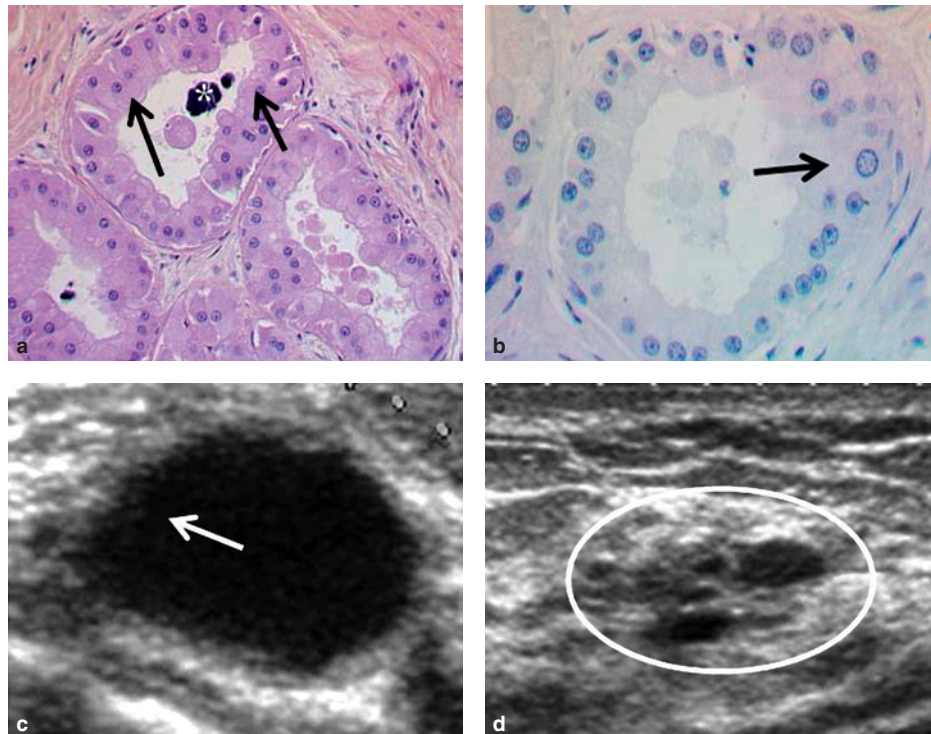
Kystes avec métaplasie apocrine. a et b) Dilatation d'acini lobulaires, siège d'une métaplasie apocrine (flèches). Calcification (astérisque). c) Échographie. On devine un épaississement pariétal peu échogène avec un bord interne concave (flèche). d) Échographie. Groupement de microkystes sans composante solide associée (cercle).
